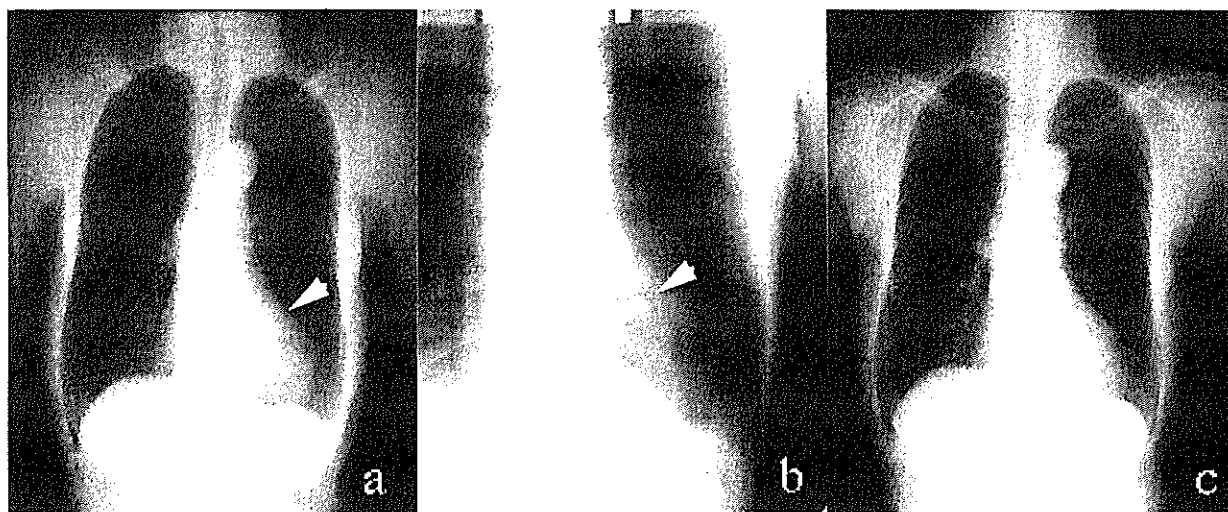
Chest X-ray film taken in a mass examination showed a nodular shadow hidden in the cardiac shadow (white arrowhead).
